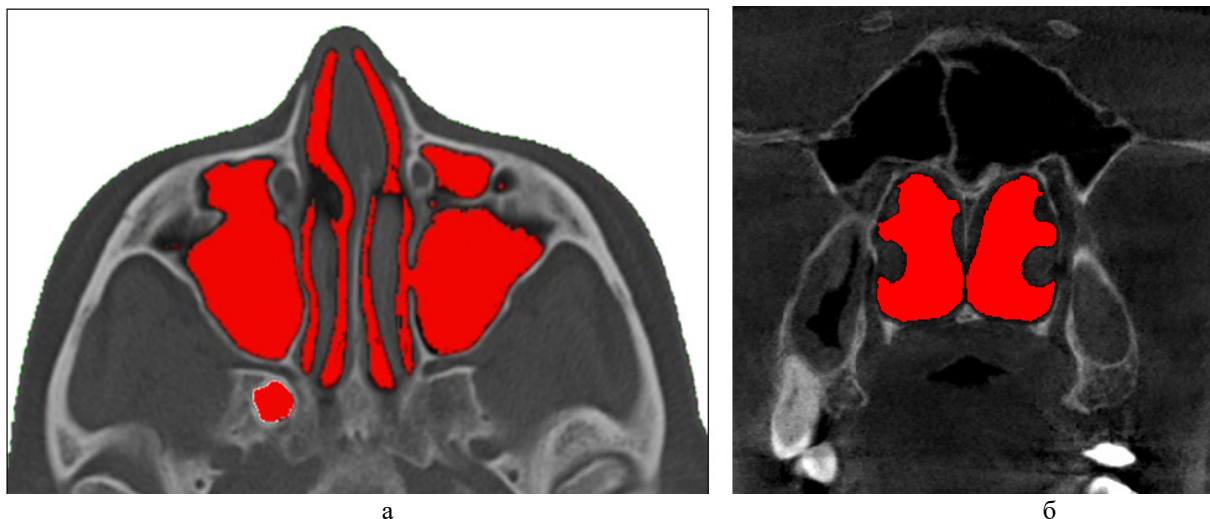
Результати послідовної сегментації повітряних шляхів носової порожнини: а – на аксіальному томографічному зрізі, б – на мультипланарній реконструкції у фронтальній проекції (сегментовано лише носові ходи)
